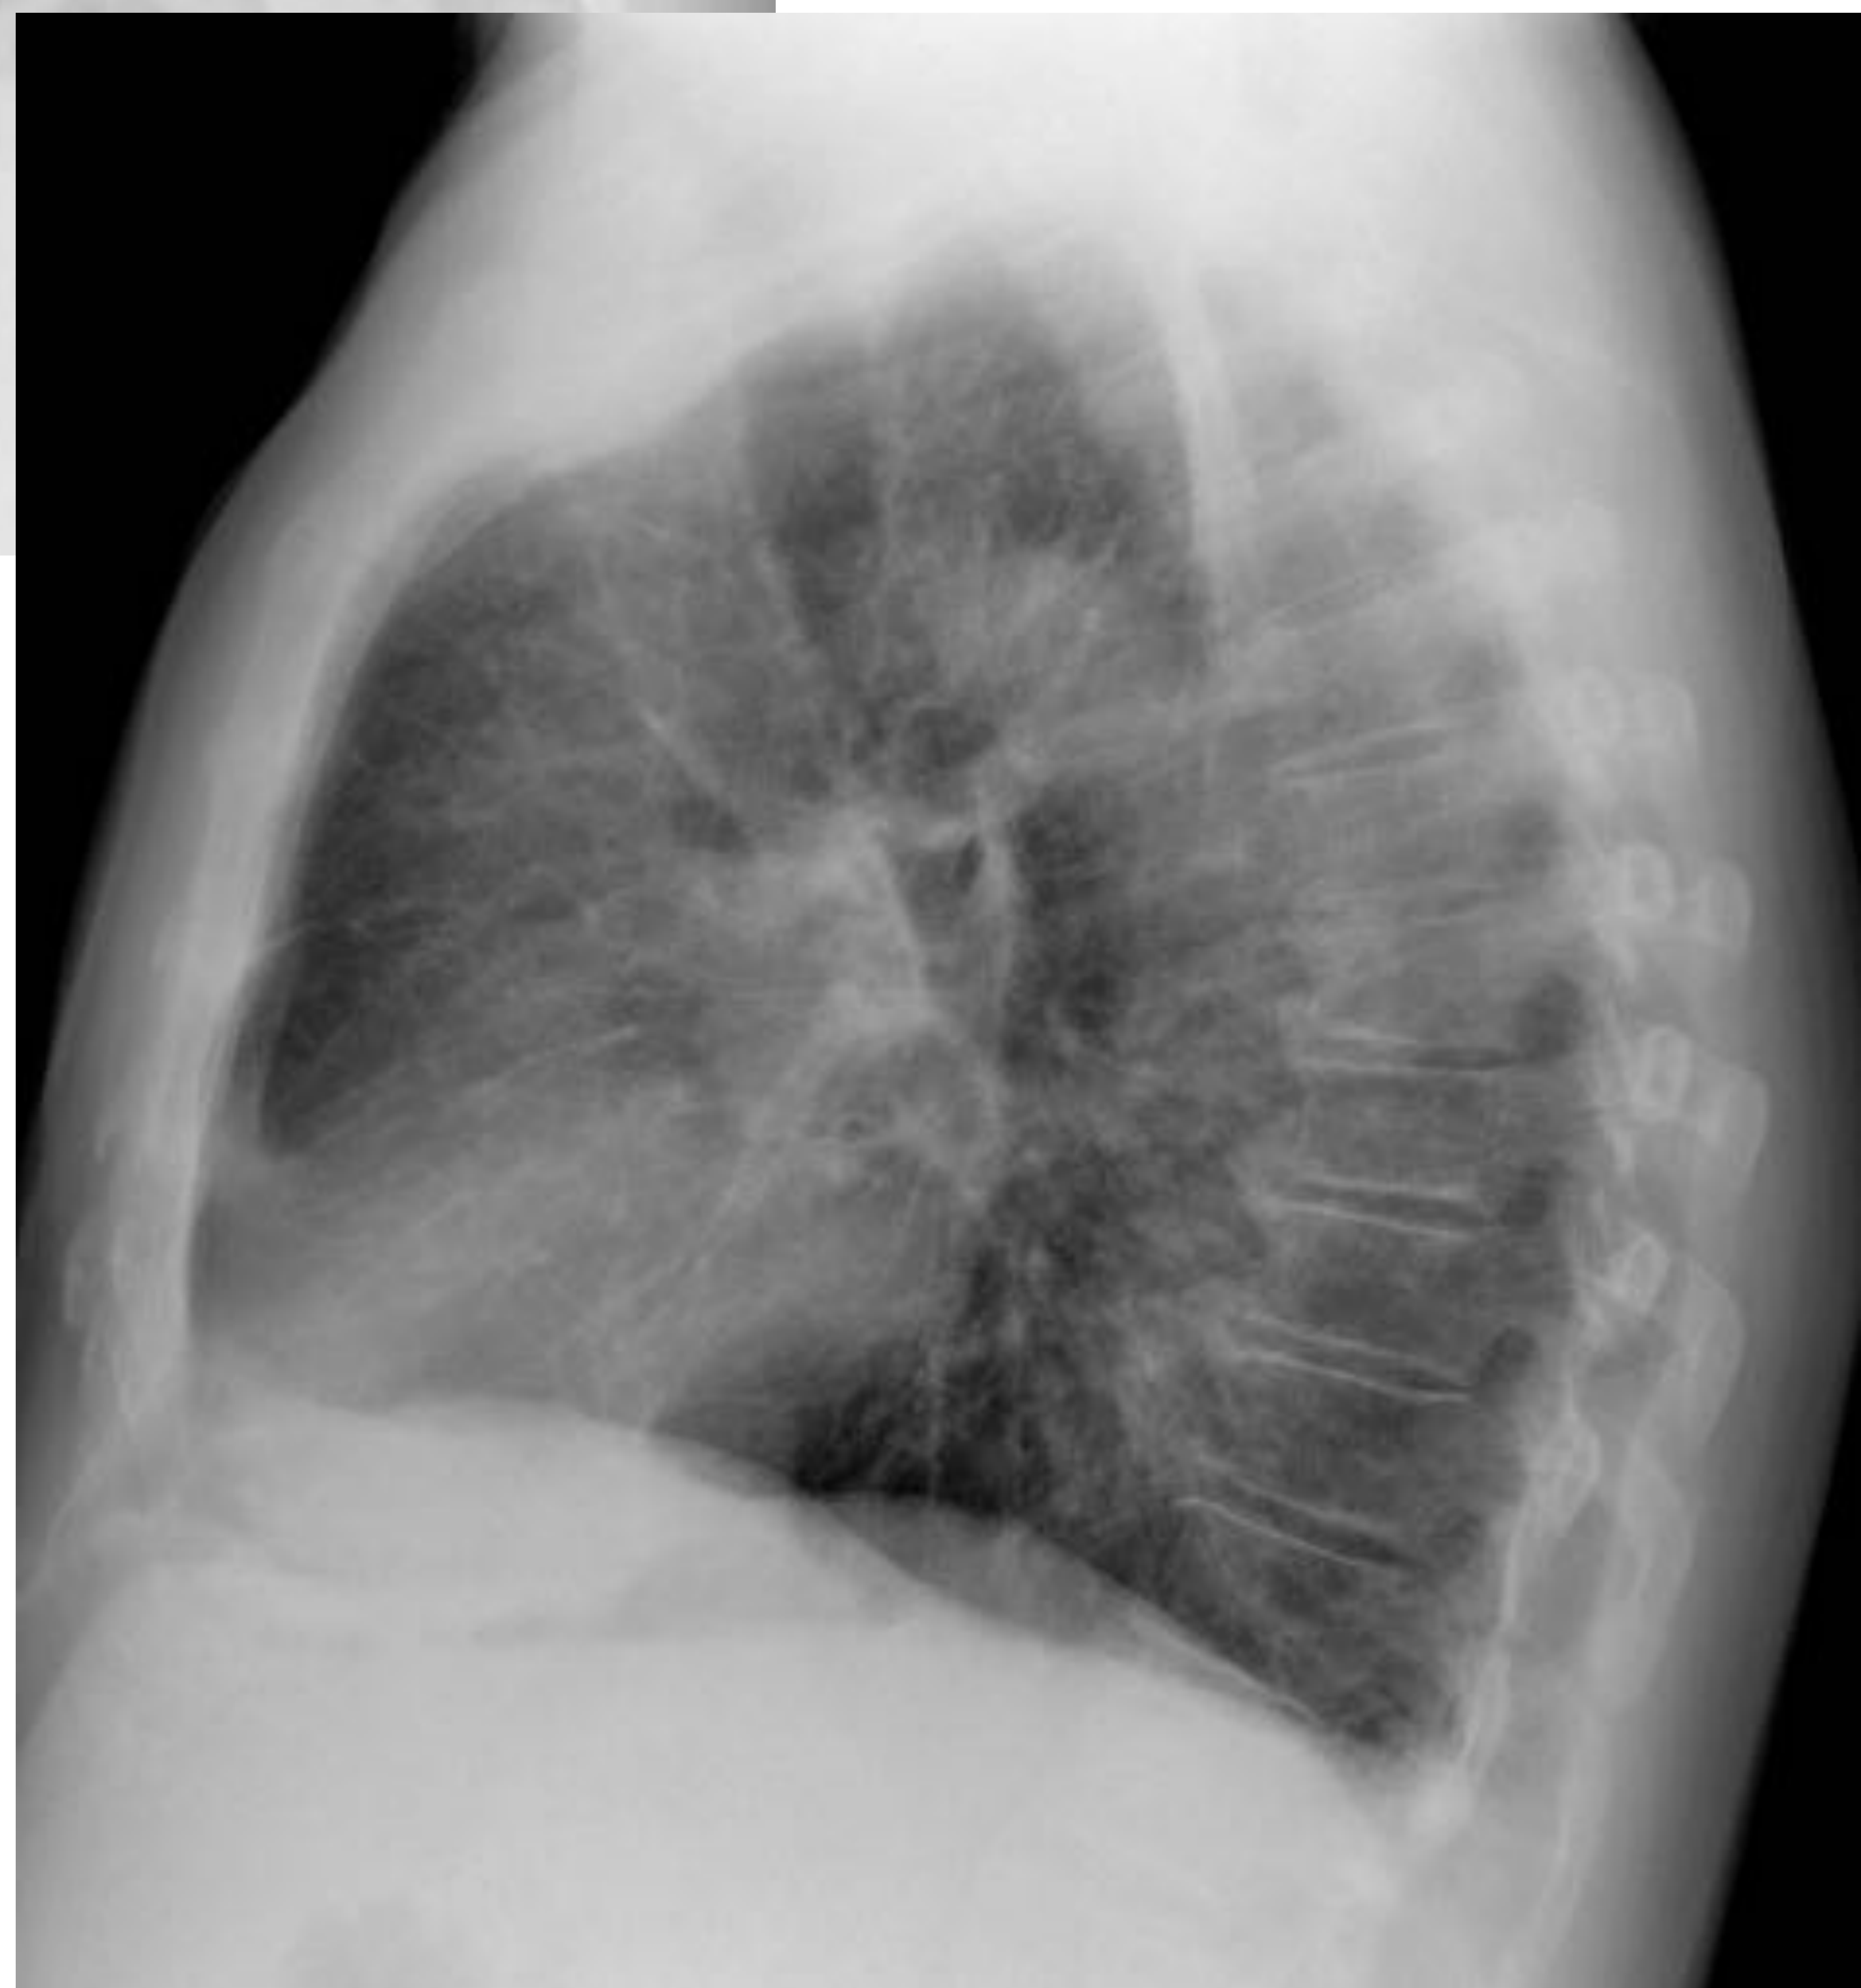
Sarcoidosis grado II Radiografía de tórax PA y lateral: discreto agrandamiento hilar bilateral y paratraqueal derecho, sugestivo de adenopatías hiliares y mediastínicas. Patrón intersticial bilateral.
